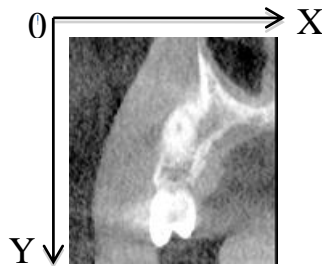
Положение осей системы координат на изображении среза компьютерной томографии
